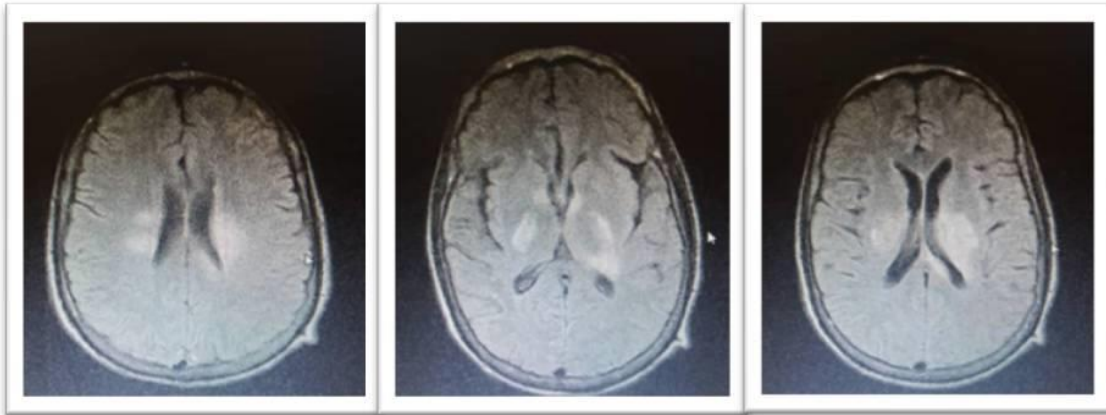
Imágen de Resonancia Magnética
